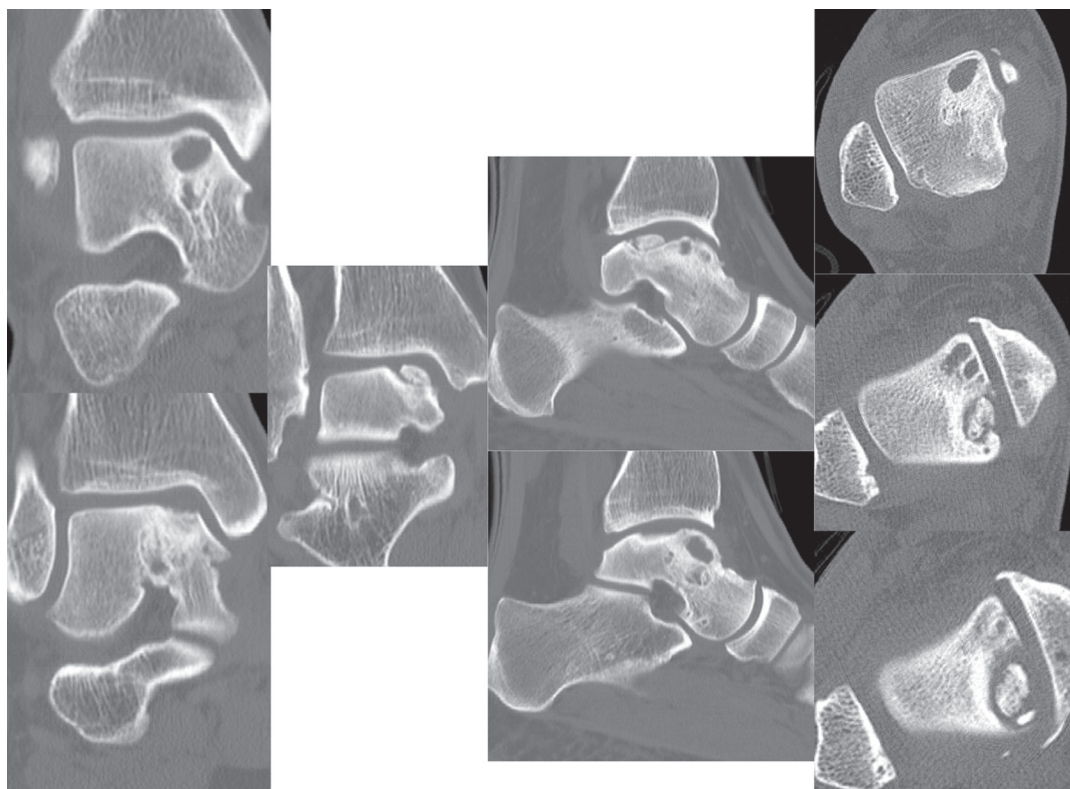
Images de CT-scanner avec reconstructions coronales, sagittales et axiales, montrant une lésion inclassifiable.
